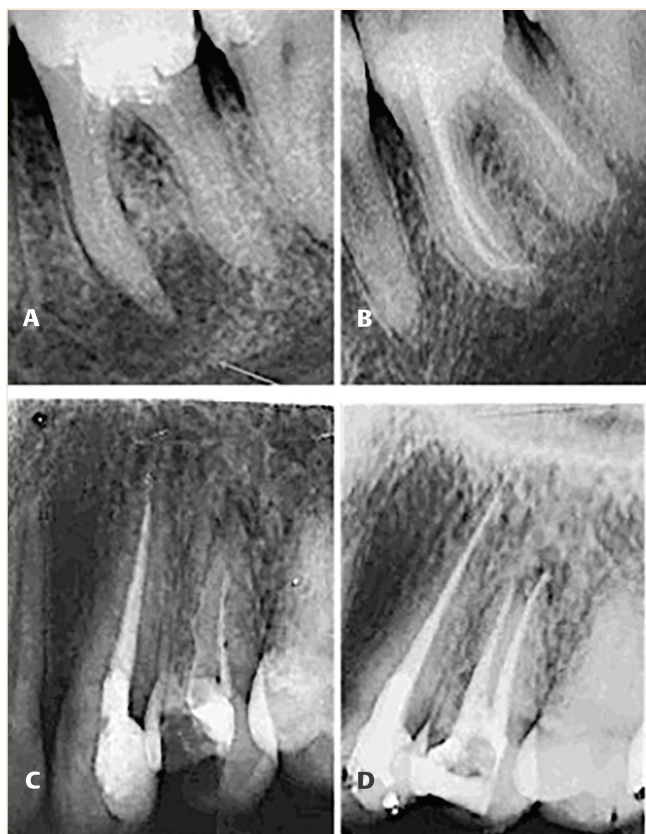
Radiografi të rasteve të periodontitit apikal kronik nga grupi i kontrollit. Në A dhe B tregohet molari me nr. 46 përpara trajtimit dhe pas 12 muaj. Ndësa në C dhe D tregohet kanini dhe premolari me nr. 23 dhe 24 përpara trajtimit dhe pas 12 muaj. Tek këto raste vihet re një rigjenerim i pjesshëm kockor.
